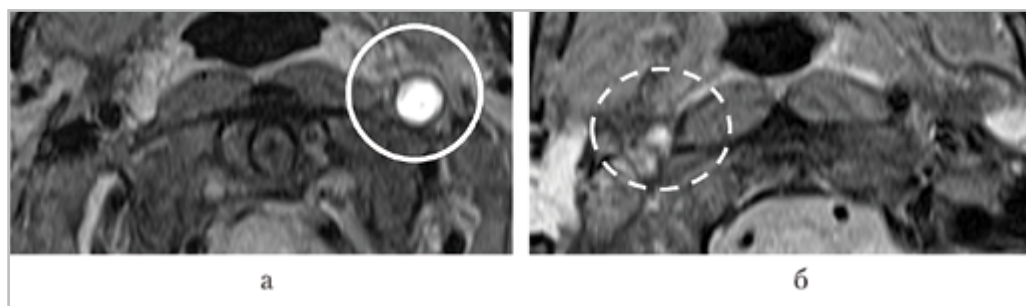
МРТ в режиме Т1 f/s ВИ, аксиальная проекция: *а* – окклюзия левой ВСА вследствие диссекции. Гиперинтенсивный МР-сигнал от ИМГ, наружный диаметр артерии увеличен, просвет не визуализируется; *б* – окклюзия правой ВСА вследствие внутриартериального тромбоза. Слабогиперинтенсивный МР-сигнал от внутриартериального тромба; наружный диаметр артерии не увеличен, просвет не визуализируется
